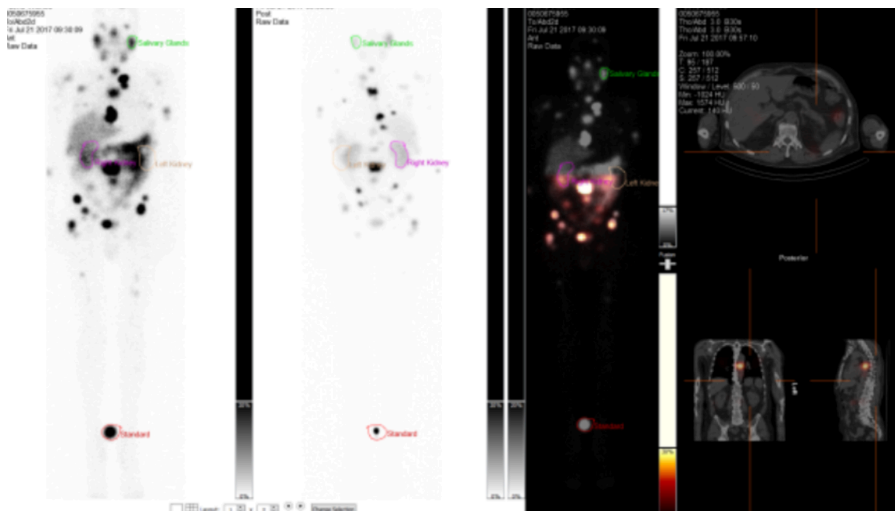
Dosisbestimmung anhand eines 67-jährigen Patienten mit multiplen Filiae. Links die fusionierten Ganzkörperaufnahmen von anterior und posterior, rechts das abgebildete SPECT/CT, welches eine bessere Demarkierung der anatomischen Organgrenzen ermöglicht.
